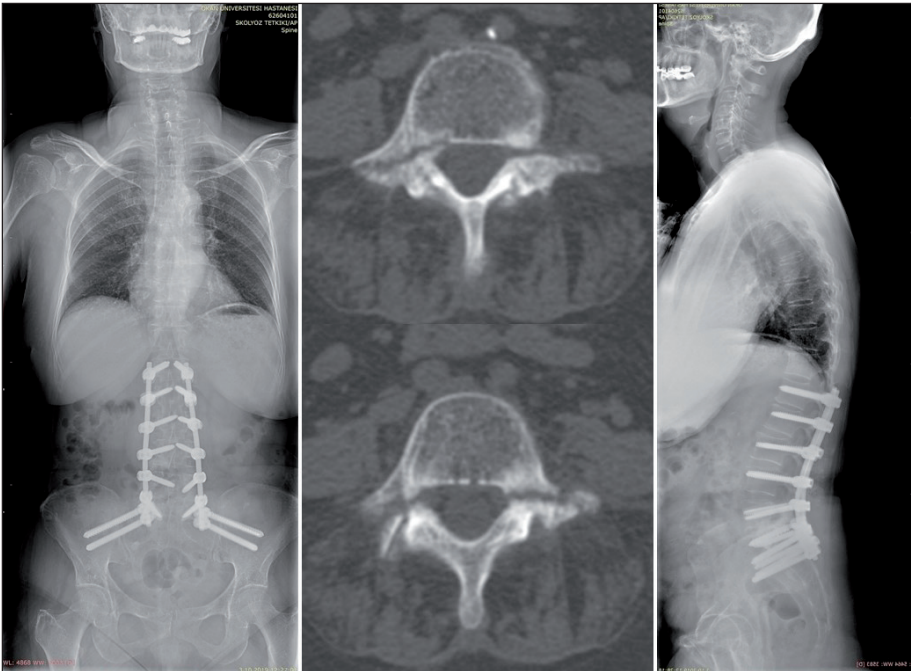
66 yaşında kadın hasta. L5-S1 istmik listezis ile birlikte LDS. Yatarak çekilmiş MR ile ayakta skolyoz grafideki Cobb açısına, dikkat.
